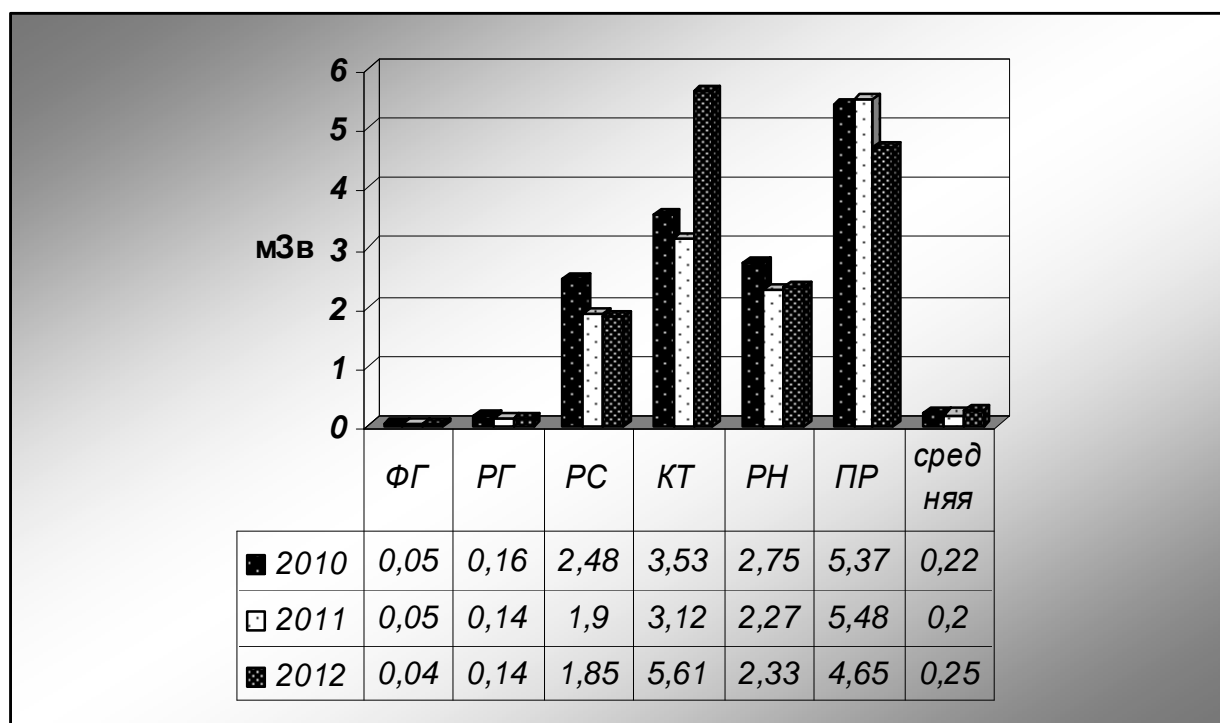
№1.5.4.2. Динамика средней годовой эффективной дозы от разных видов рентгенорадиологических процедур в 2010-2012 гг.
